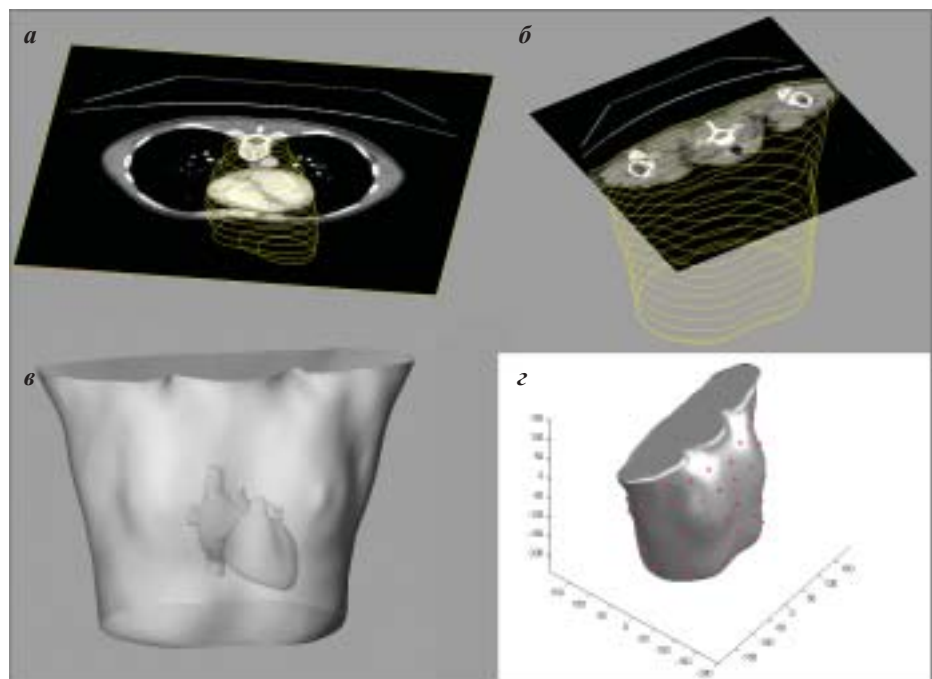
Этапы построения 3D моделей: а, б - выделение контуров поперечных сечений сердца и торса по данным компьютерной томографии, в - построение реалистичных 3D моделей торса и сердца, г - привязка точек наложения поверхностных электродов.
